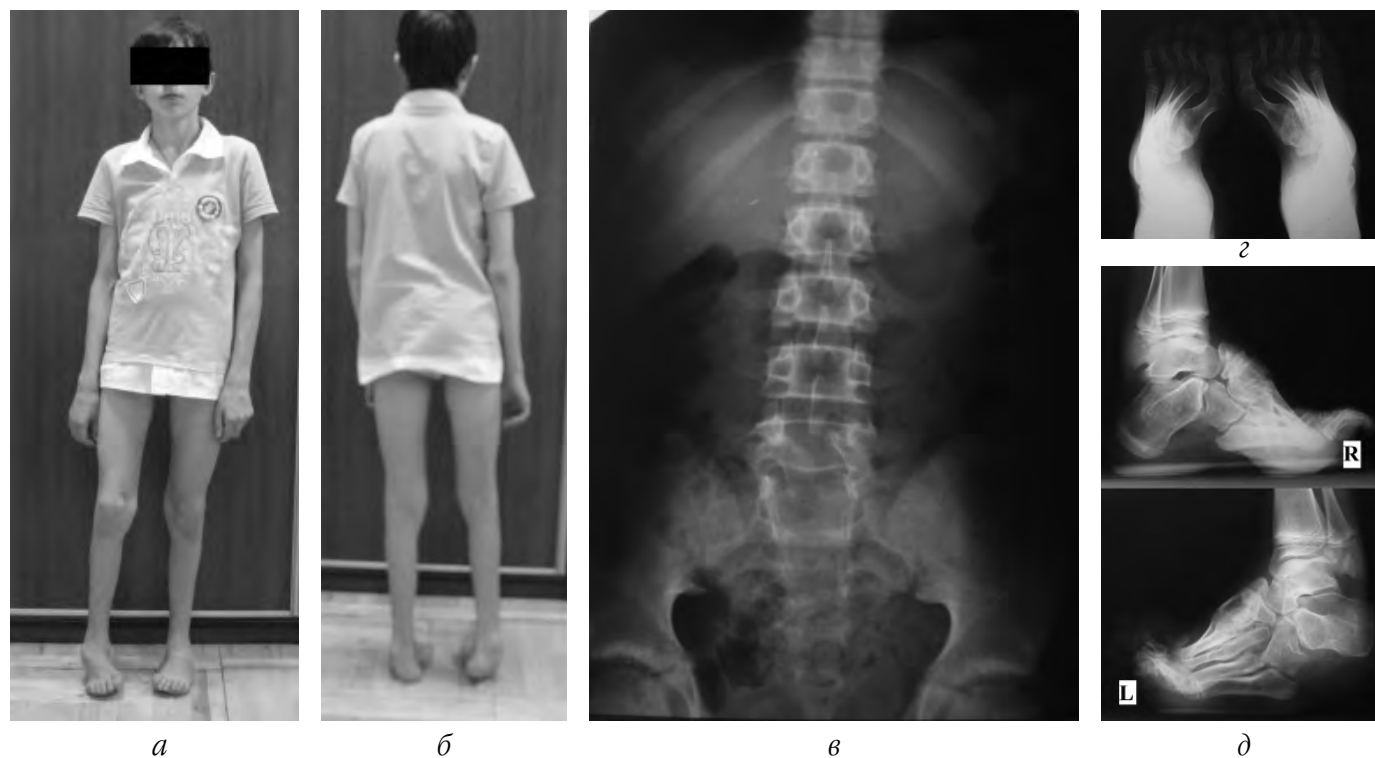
Клінічний приклад хворого I групи з ураженням спинного мозку нижче нейросегментарного рівня S_2 : а – фото хворого – вигляд спереду; б – фото хворого – вигляд збоку; в – рентгенограма попереково-крижового відділу хребта, передньо-задня проекція; г – рентгенограма обох стоп, передньо-задня проекція; д – рентгенограма обох стоп, бокова проекція
